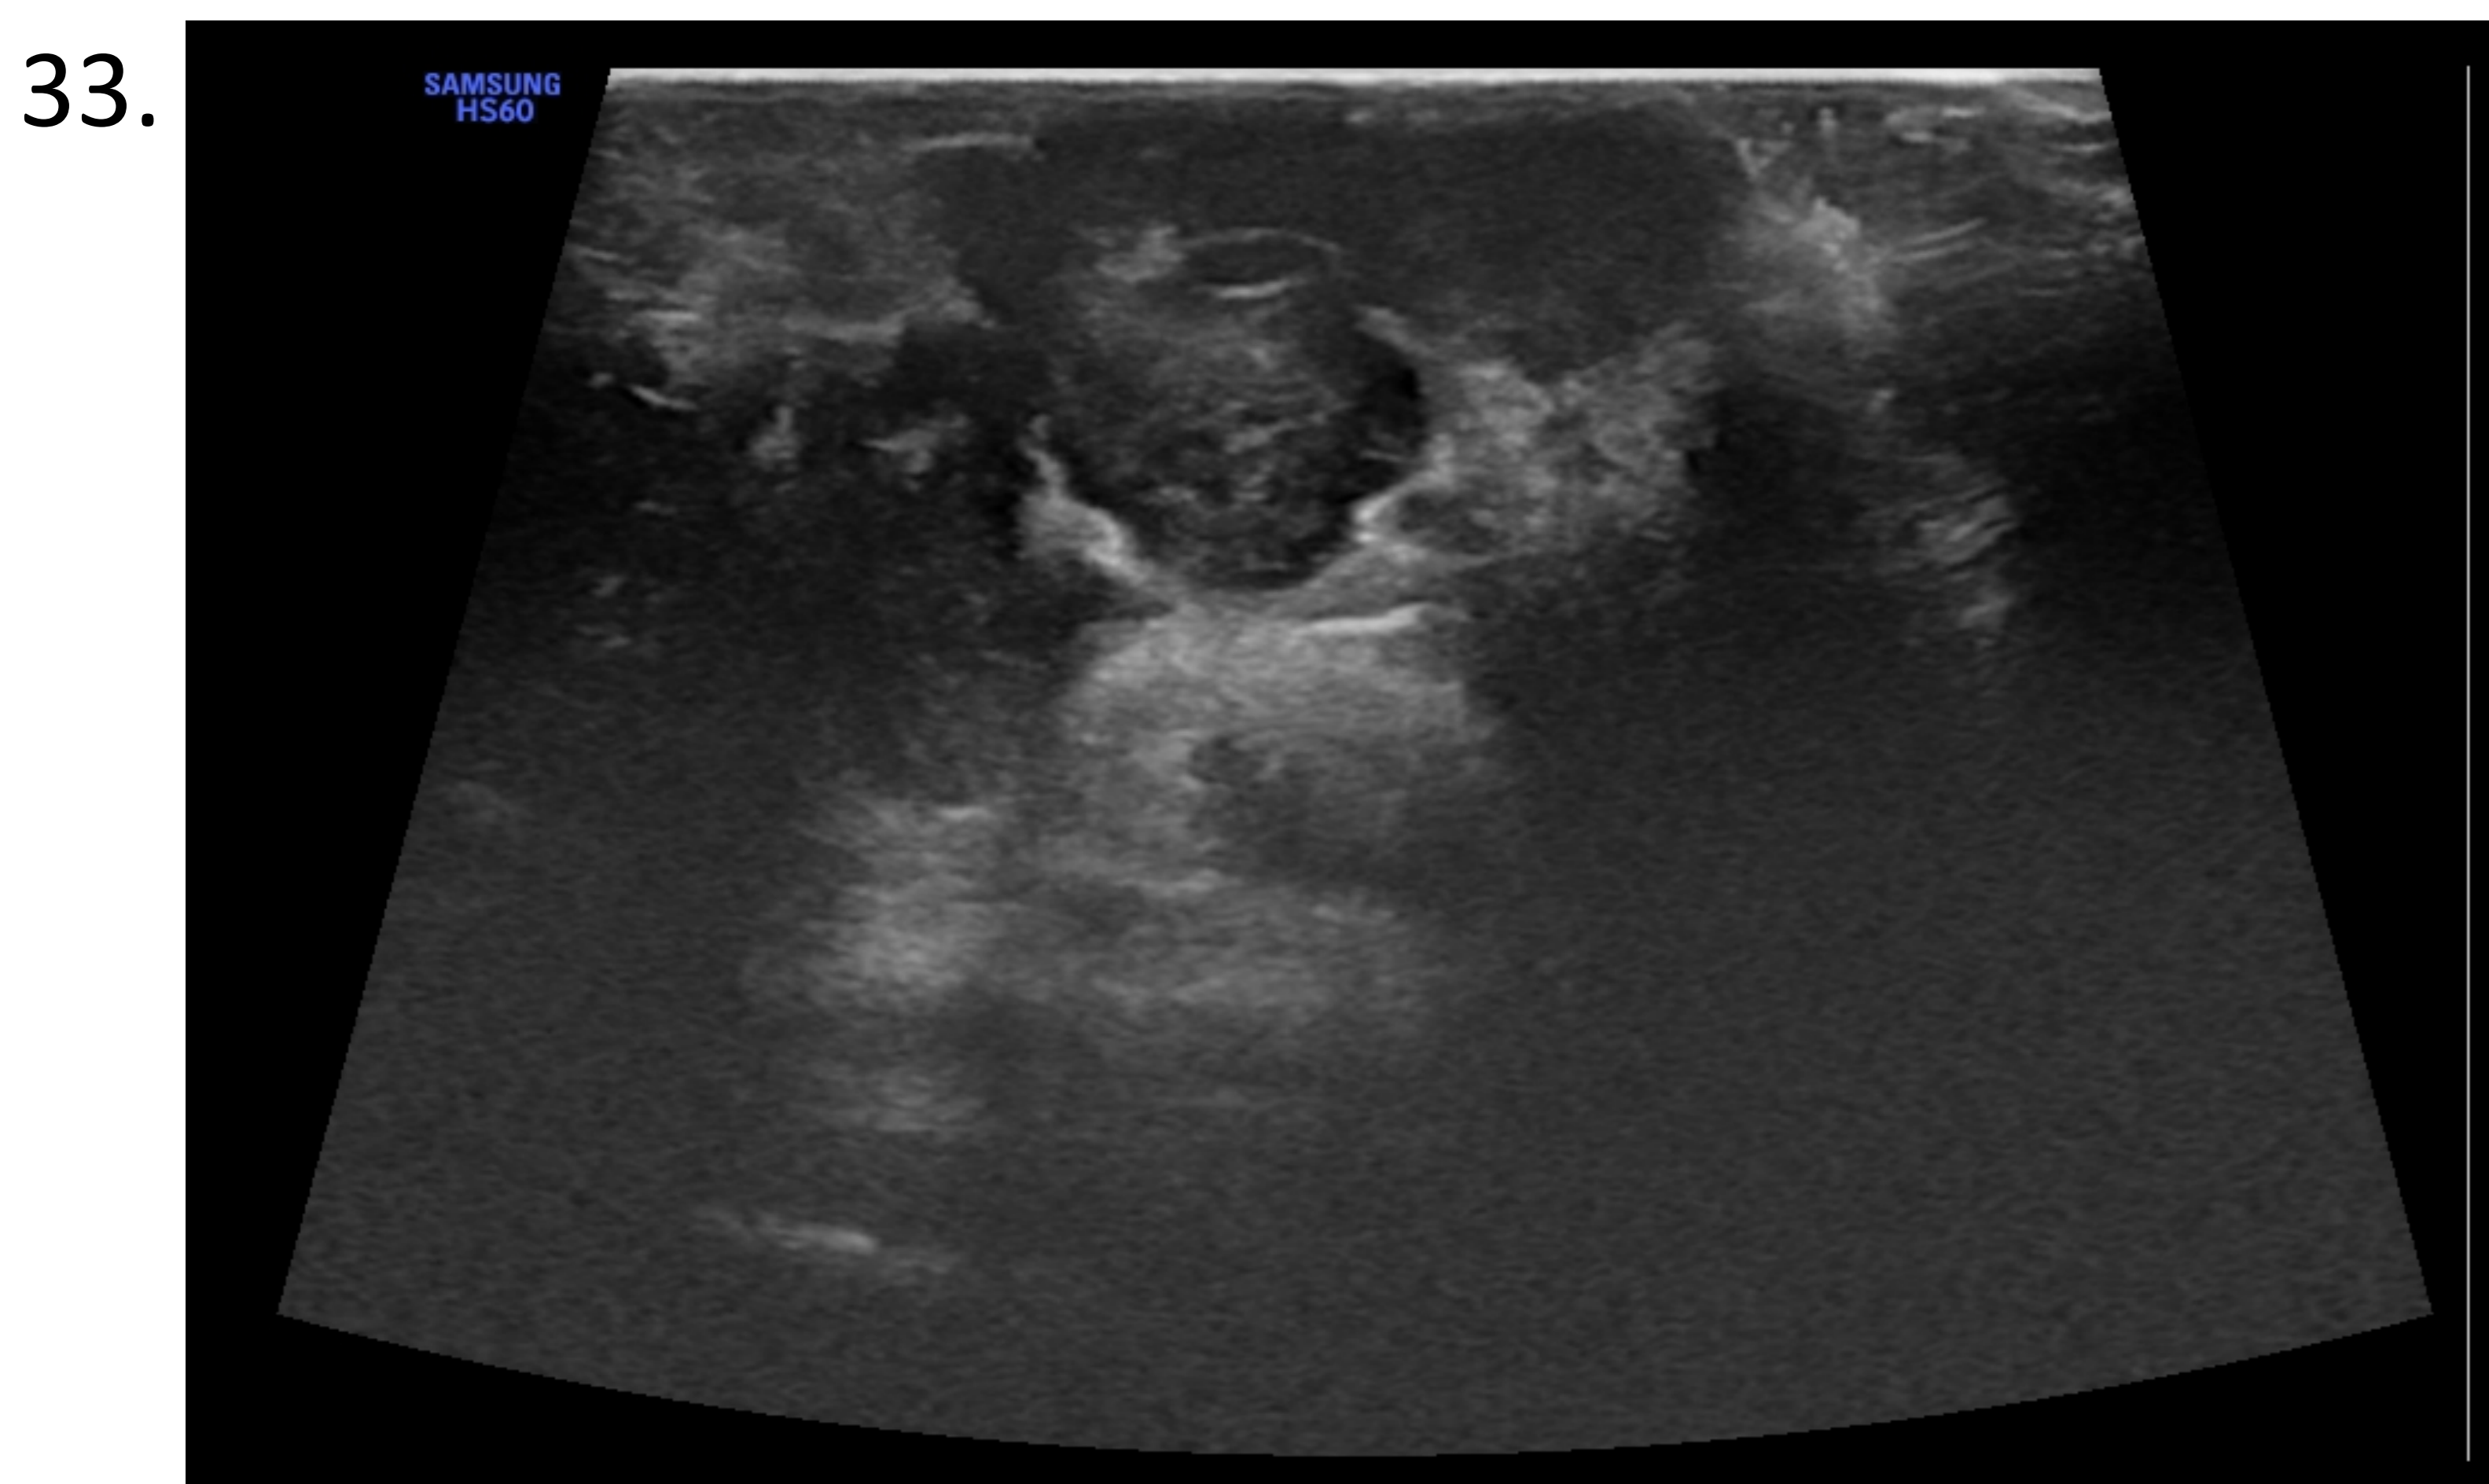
En la ecografía se objetiva una formación hipoecoica, anfractuosa, de localización dermo-subdérmica en el talón izquierdo, fuertemente vascularizada, con vasos de aspecto arterial. Compatible con melanoma infiltrante.
